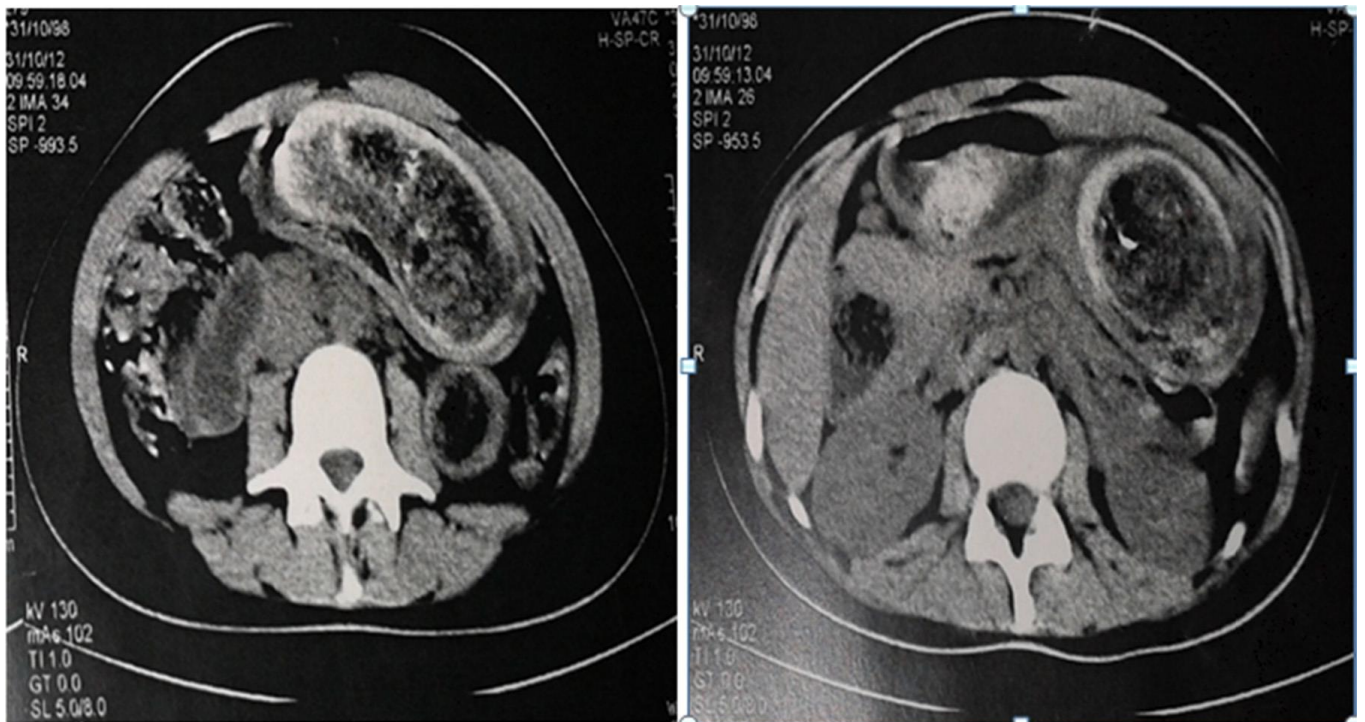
TDM abdominale en coupes axiales avec injection de produit de contraste: masse volumineuse prend la totalité de la lumière gastrique ,de densité hétérogène et sans attache visible avec la muqueuse.(64)
